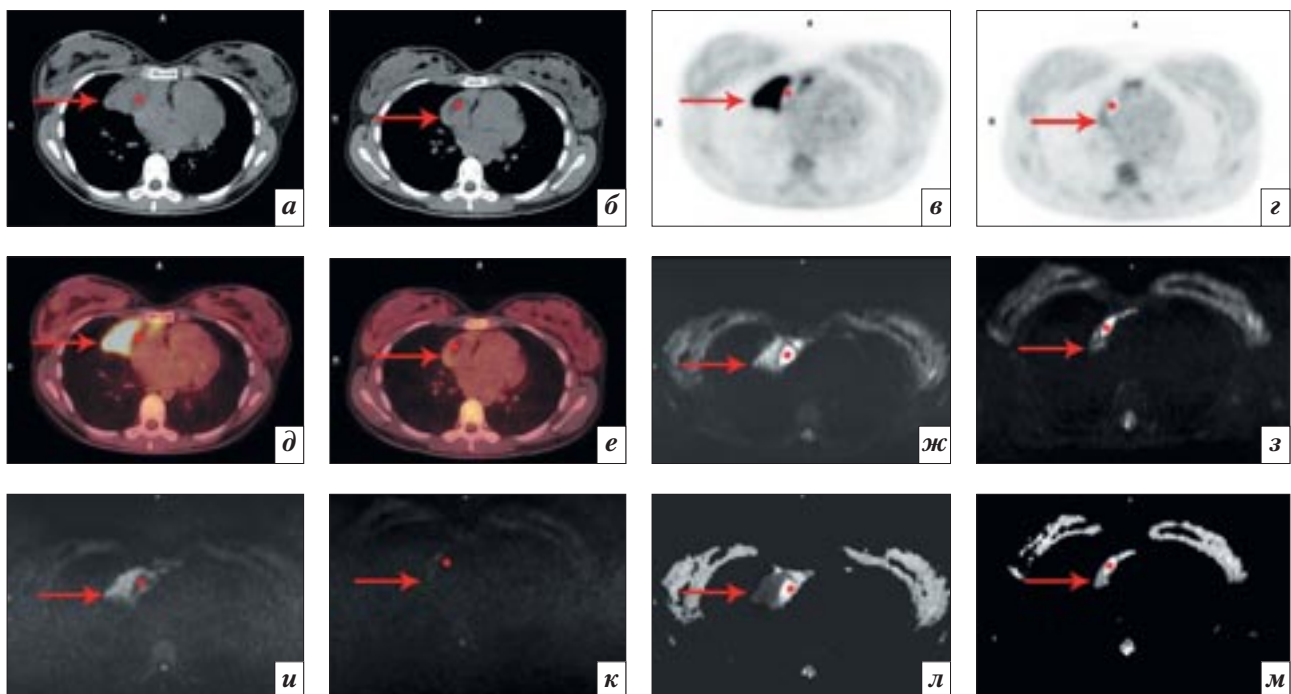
Результаты исследования больной с ЛХ с поражением средостения: а и б – КТ; в и г – ПЭТ; д и е – ПЭТ/КТ; ж и з – ДВИ с $b\text{-value} = 100 \text{ с}/\text{мм}^2$; и и к – ДВИ с $b\text{-value} = 800 \text{ с}/\text{мм}^2$; л и м – карты ИКД соответственно до и после 4-х курсов ПХТ (BEACOPP-14). В процессе терапии отмечается снижение накопления ^{18}F -ФДГ, снижение интенсивности сигнала на ДВИ и повышение ИКД, уменьшение размеров опухолевого конгломерата в средостении (стрелки). Кистозный компонент опухоли характеризуется жидкостной плотностью при КТ, аметаболическим участком при ПЭТ, снижением интенсивности сигнала на ДВИ при повышении $b\text{-value}$ и высокими значениями ИКД (звездочка).
